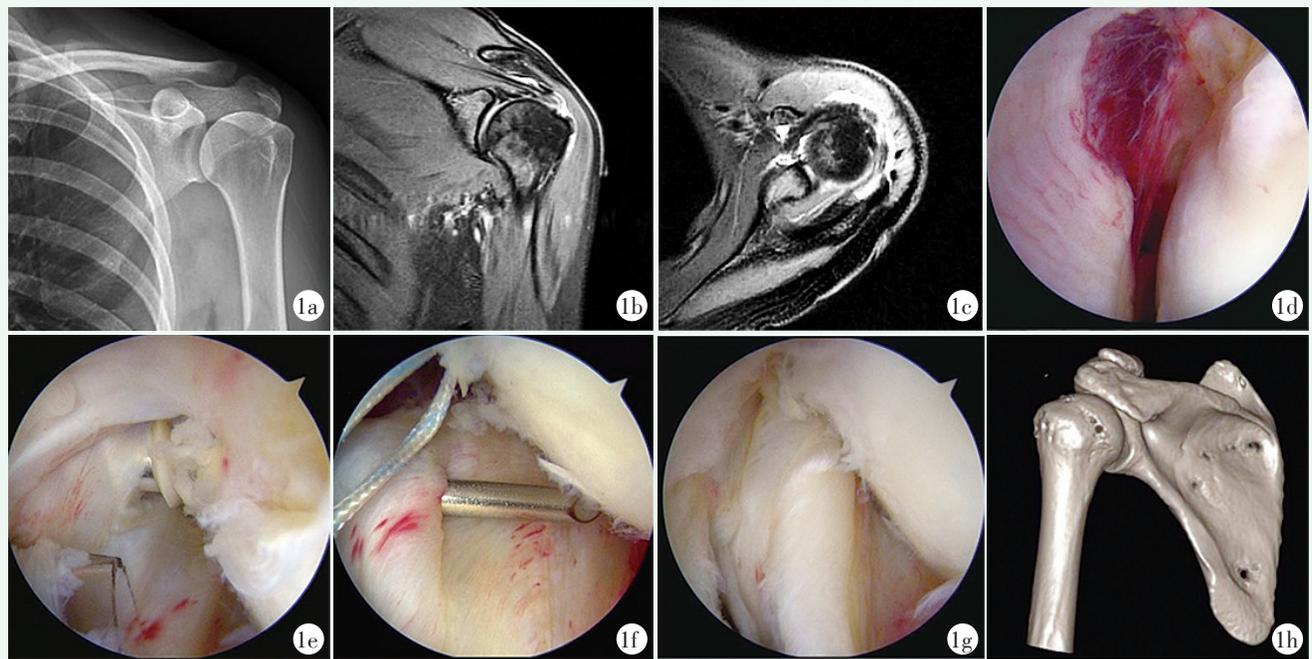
患者, 女, 48岁 1a: 术前X线片示左肩关节未见明显异常 1b, 1c: 术前MRI检查显示左肩冈上肌部分损伤, r-HAGL损伤 1d: 镜下发现左肩r-HAGL损伤 1e: 置入锚钉 1f: 硬膜外穿刺针预缝合关节囊, 将关节镜穿刺枪穿刺缝合关节囊, 褥式缝合关节囊 1g: 缝合完成后的r-HAGL 1h: 术后CT三维检查示后方肱骨头锚钉位置良好
